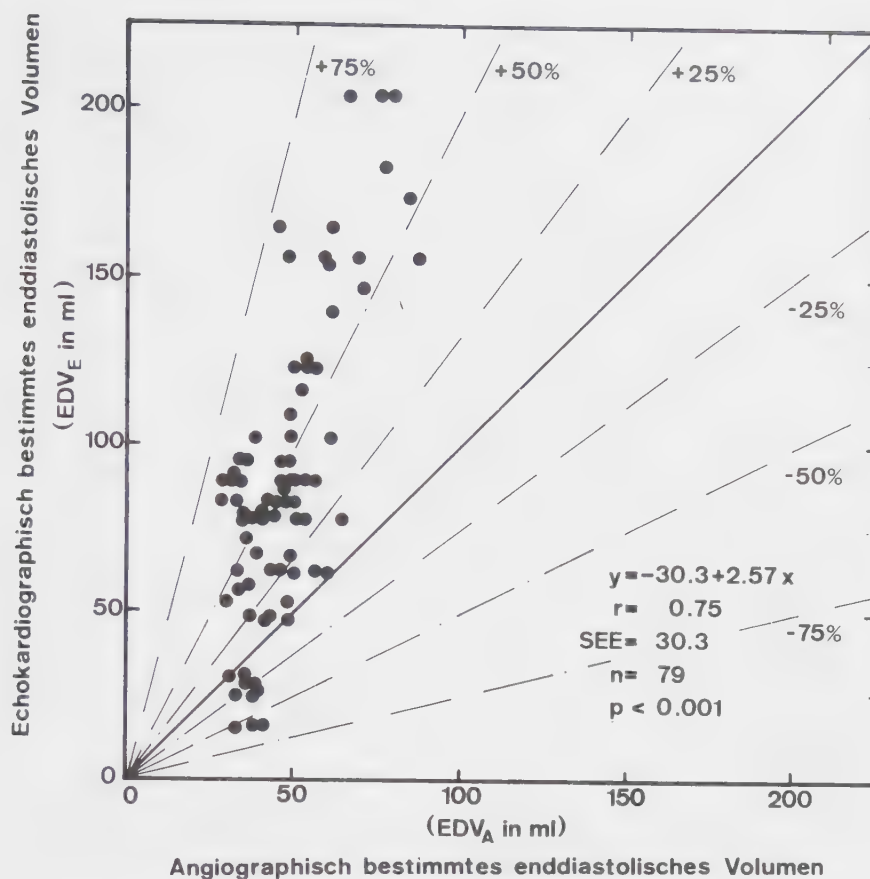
Vergleich der echokardiographisch (EDV_E) und angiokardiographisch (EDV_A) bestimmten enddiastolischen Volumina.
